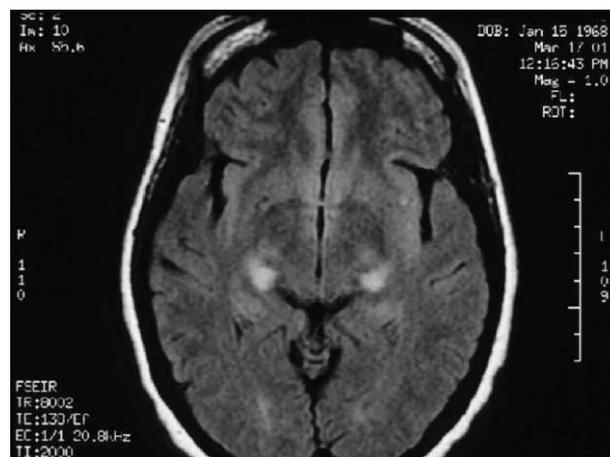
外側膝状体髄鞘融解症例(33 歳女性)の頭部磁気共鳴画像(MRI)軸性断(FLAIR 画像)。
